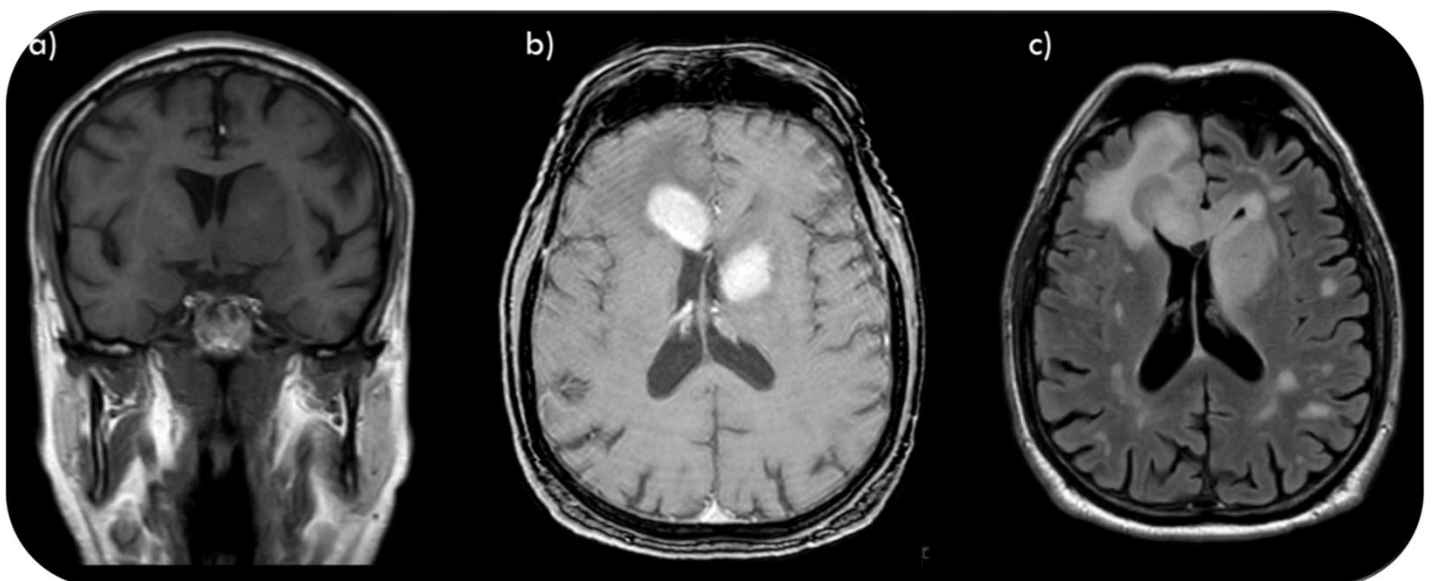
Estudio de RM de un paciente con un linfoma multifocal primario cerebral. Hiposeñal de las lesiones en T1 (imagen a), realce homogéneo en el T1 con contraste (imagen b) e hiperseñal en FLAIR (imagen c).
